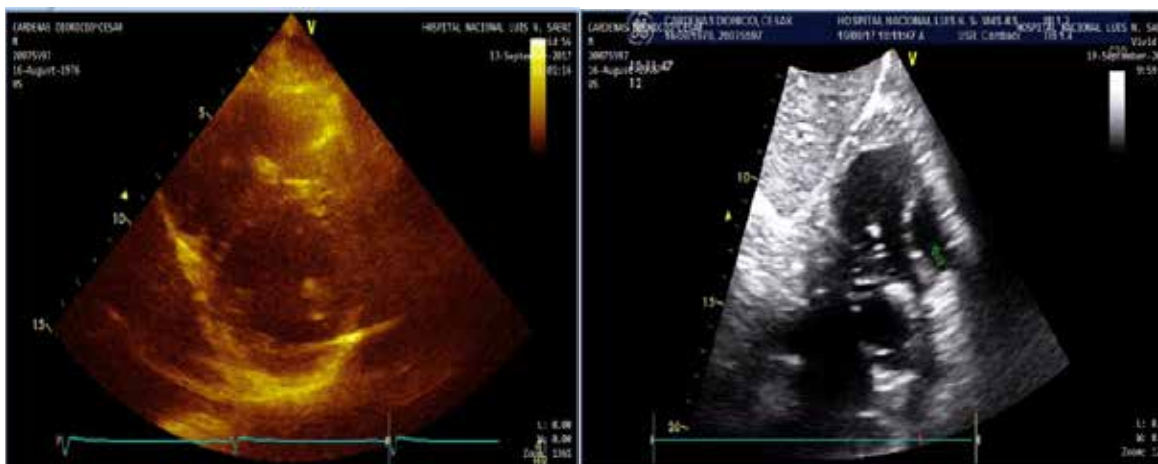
Ecocardiografía transtorácica: imagen quística adyacente a pared libre de ventrículo derecho
